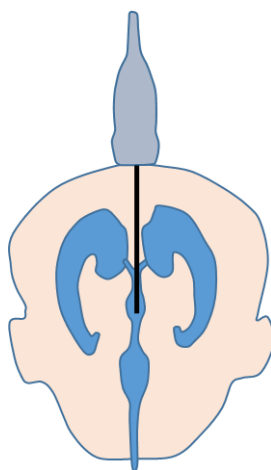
Representación gráfica de del corte sagital en línea media utilizado para la localización y realización del Doppler de la arteria pericallosa.
